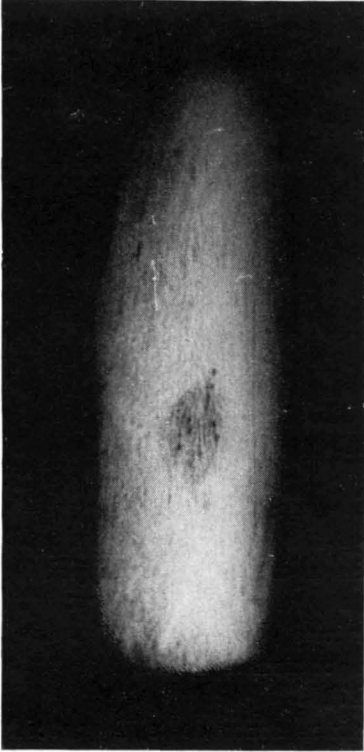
Radiografía de un bloque de resección de tibia, correspondiente al caso núm. 13, mostrando el *nidus* del osteoma osteoide.
